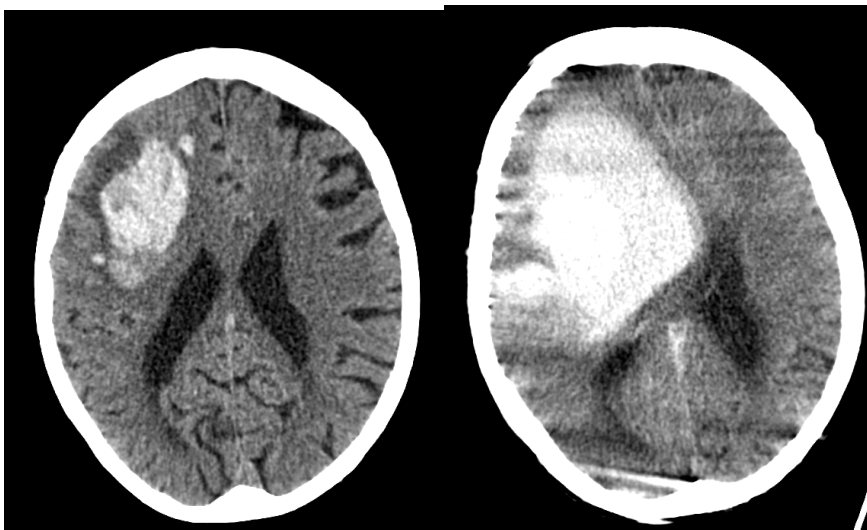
CT eines Patienten 1h und 5h nach Symptombeginn mit deutlicher Hämatomexpansion
